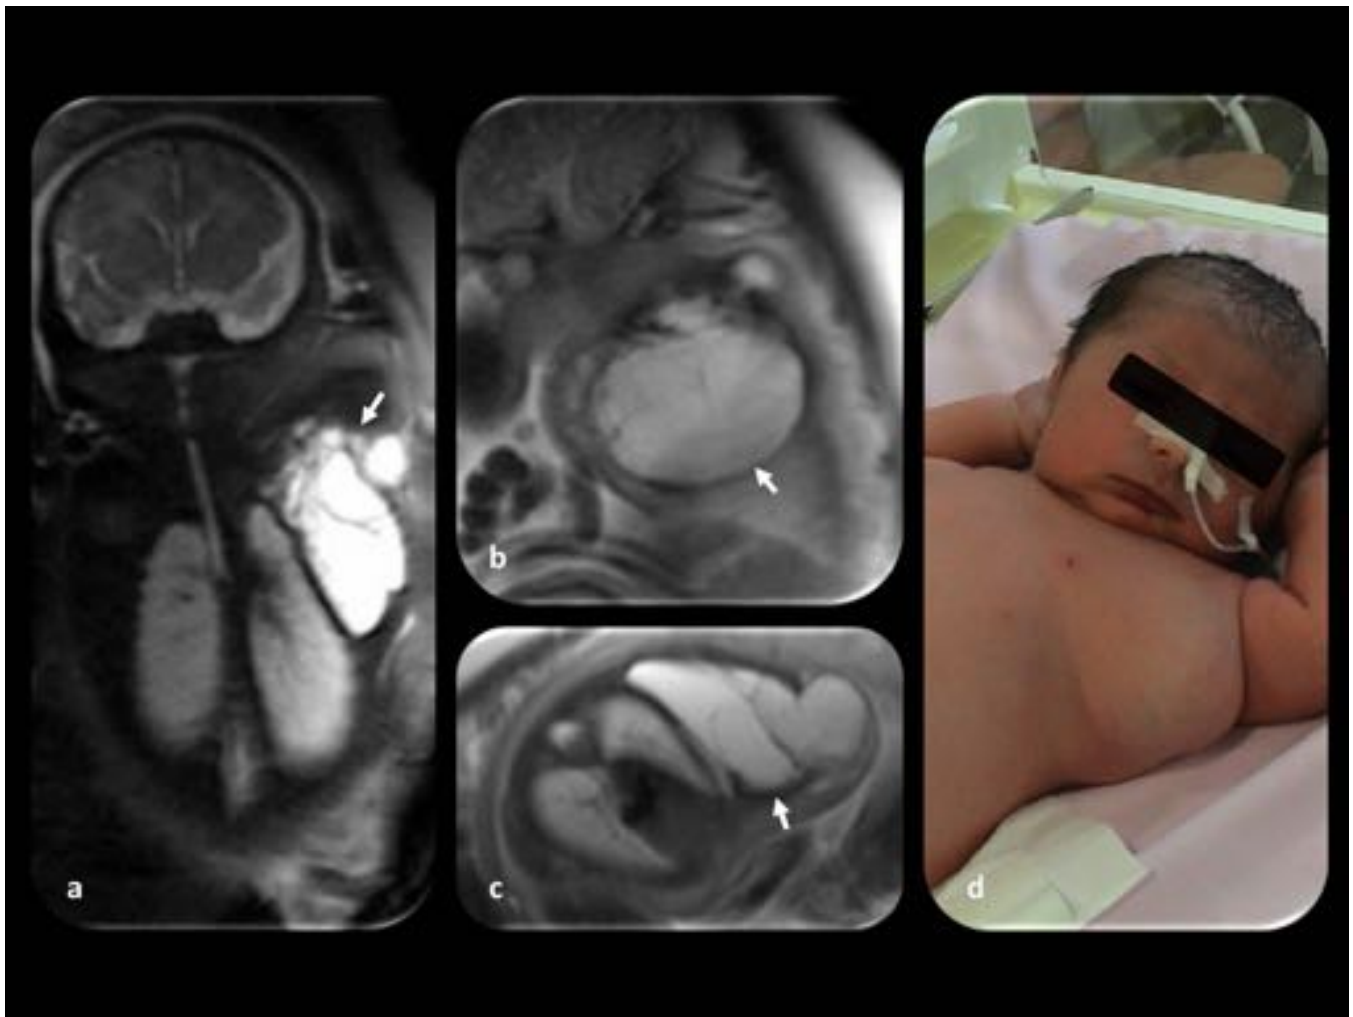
Linfangioma torácico. Feto en la semana 36 de gestación. (a, b y c) Imágenes RM fetal coronal, sagital izquierda y axial. Se observa una estructura polilobulada hiperintensa en la pared torácica que se extiende hacia la axila (flechas); no parece afectar las estructuras intratorácicas. (d) Fotografía después del nacimiento.
